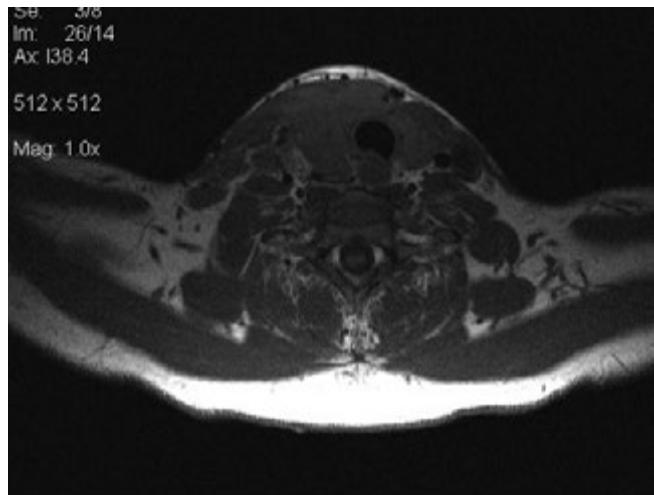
Массивная опухоль ЩЖ с метастазами в ЛУ шеи (МРТ)
